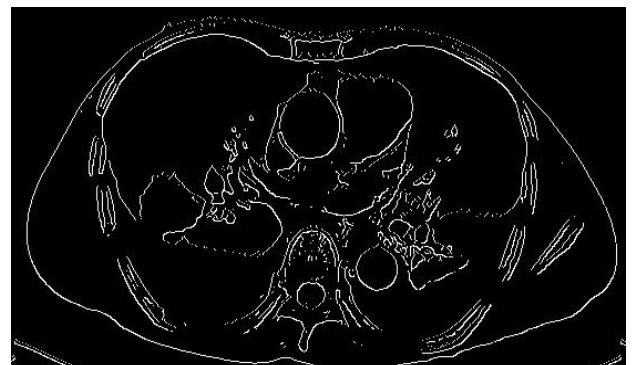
Hasil Deteksi tepi *Canny* Citra CT Scan pada nilai tepi 0.10 kuat dan 0.01 lemah.
